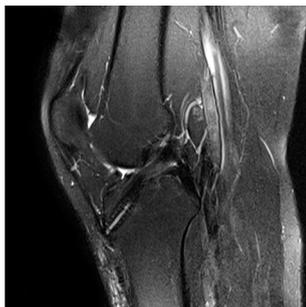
术后8个月MRI示ACL重建术后韧带走行好
